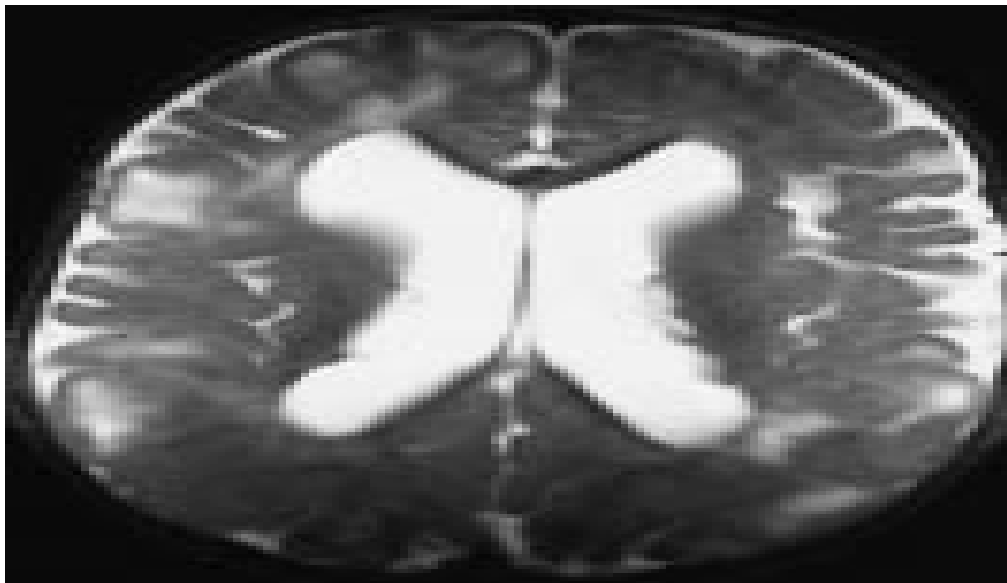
IRM de l'encéphale, coupe axiale en pondération T2. Nodules sous-épendymaires en hyposignal et tubers corticaux frontopariétaux droits responsables d'une expansion des circonvolutions.
